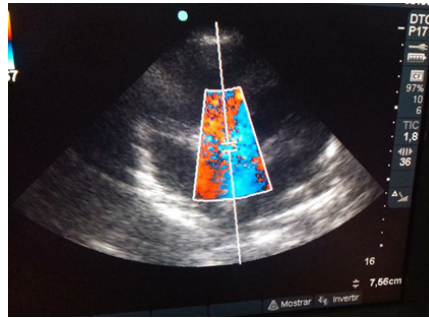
Doppler color, donde apreciamos insuficiencia mitral
